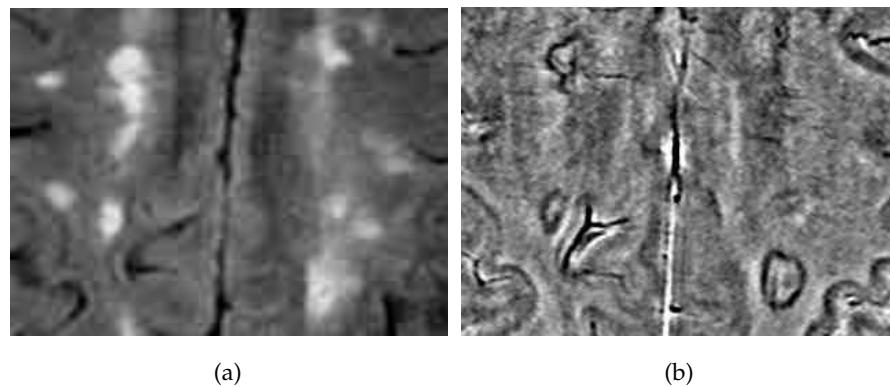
FLAIR- (a) und Phasenbild (b) eines MS-Patienten. Ringförmige Läsionen im Phasenkontrast (b) haben meist die gleiche Konfiguration und Größe wie im FLAIR Kontrast (a)
